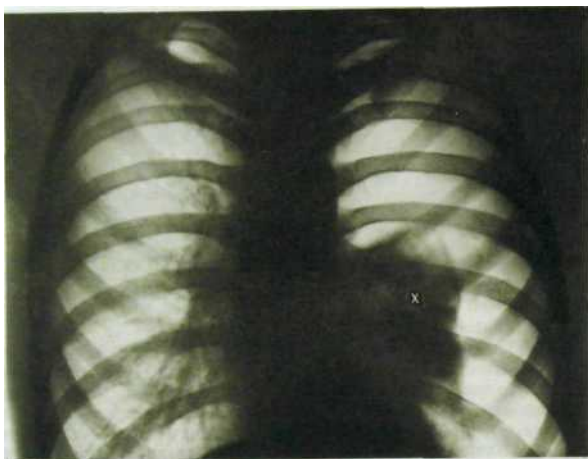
Ш.19. Обзорная рентгенограмма легких. Левосторонний пневмоторакс. Левое легкое (х) сильно спалось, прижато к средостению.
